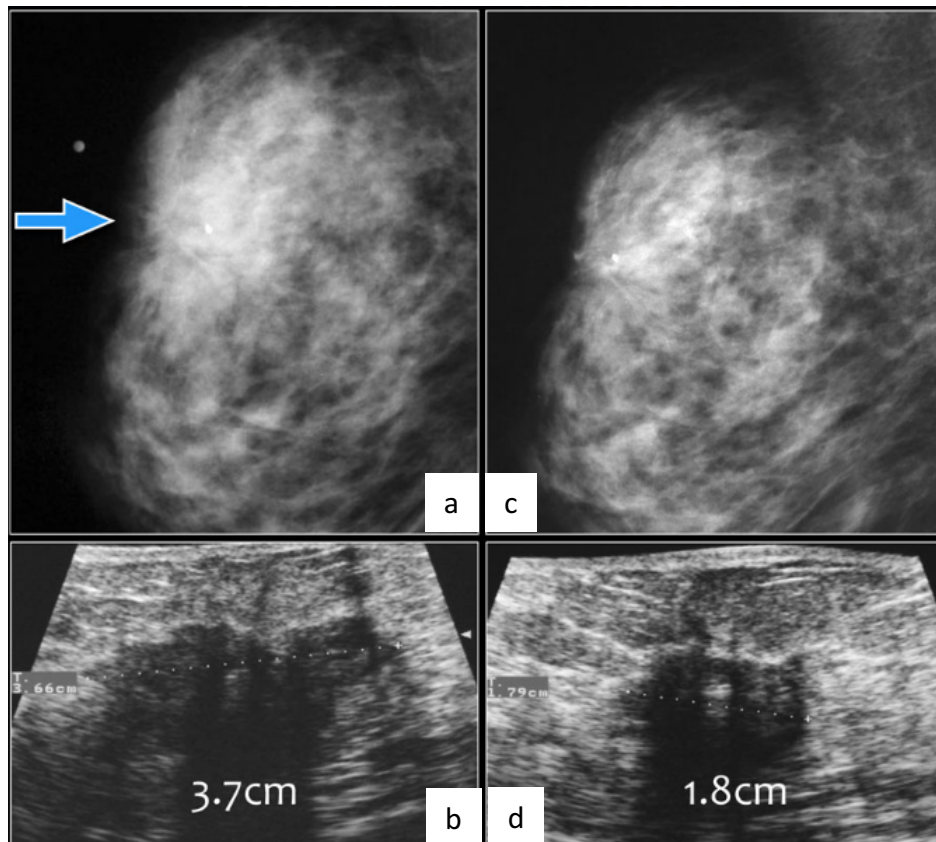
a. Debido al tejido fibroglandular denso el tumor no se observó adecuadamente, b. El ultrasonido demostró una masa de 3.7 cm hipoeoica, de márgenes angulados y sombra acústica posterior. BI-RADS 5. c. Después de la quimioterapia el tumor no se observa en la mamografía. d. el ultrasonido muestra disminución del tamaño del tumor a 1.8 cm, el cual fue categorizado como BI-RADS 6.
